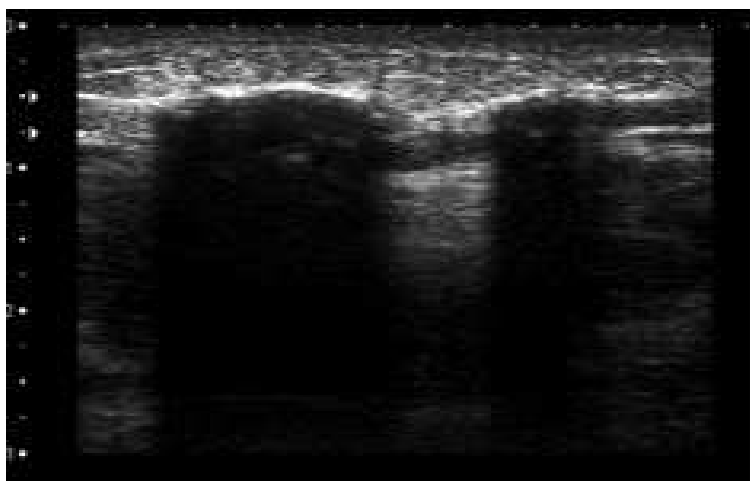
Image échographique des tissus mous révélant des foyers hyperéchogènes avec un cône d'ombre postérieur.
